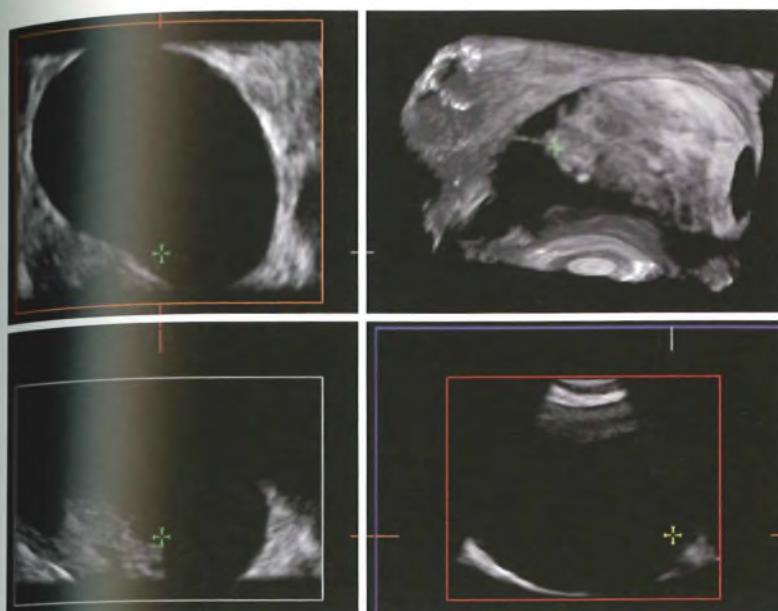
Ecografia transvaginale quadridimensionale. L'immagine mostra in una paziente di 39 anni la visione multiplanare di una neoformazione ovarica, di piccole dimensioni, ad origine dall'ovaio destro. Nel progetto multiplanare è possibile muovere il cursore all'interno della neoformazione studiando accuratamente tutti i contorni e le strutture contenute all'interno delle tumefazioni. Nel caso in oggetto è stato possibile evidenziare a partenza dalla caspula alcuni piccoli gettoni solidi suggestivi in prima istanza per cistoadenoma sieroso *borderline*.
